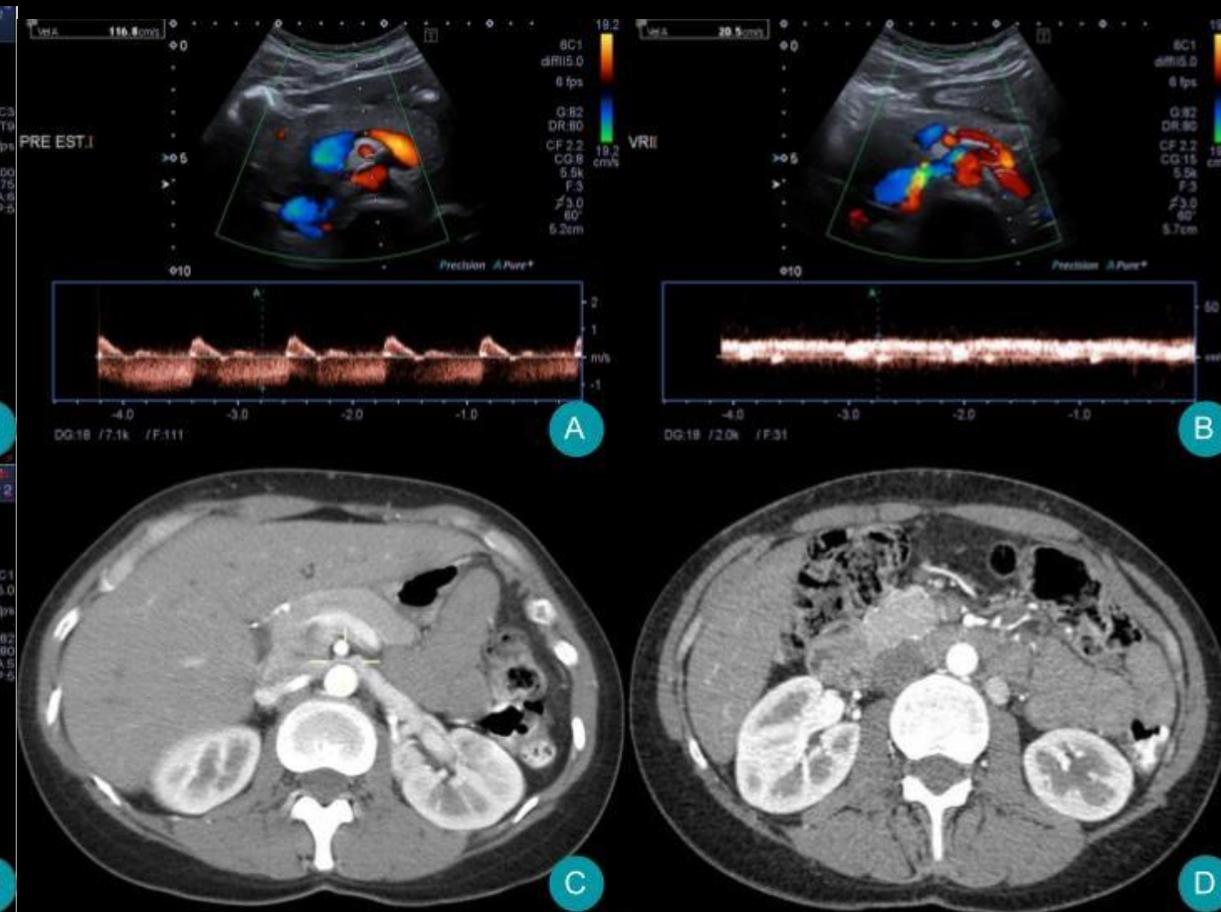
Doppler abdominal (A y B) muestra aumento de la velocidad de flujo a nivel de la estenosis con diferencia entre la velocidad pre y post estenótica de 5.8. (VN< 4). En la ANGIO TC se observa compresión de la VRI entre la AMS y la Aorta (C) y dilatación de vena ovárica (D).
